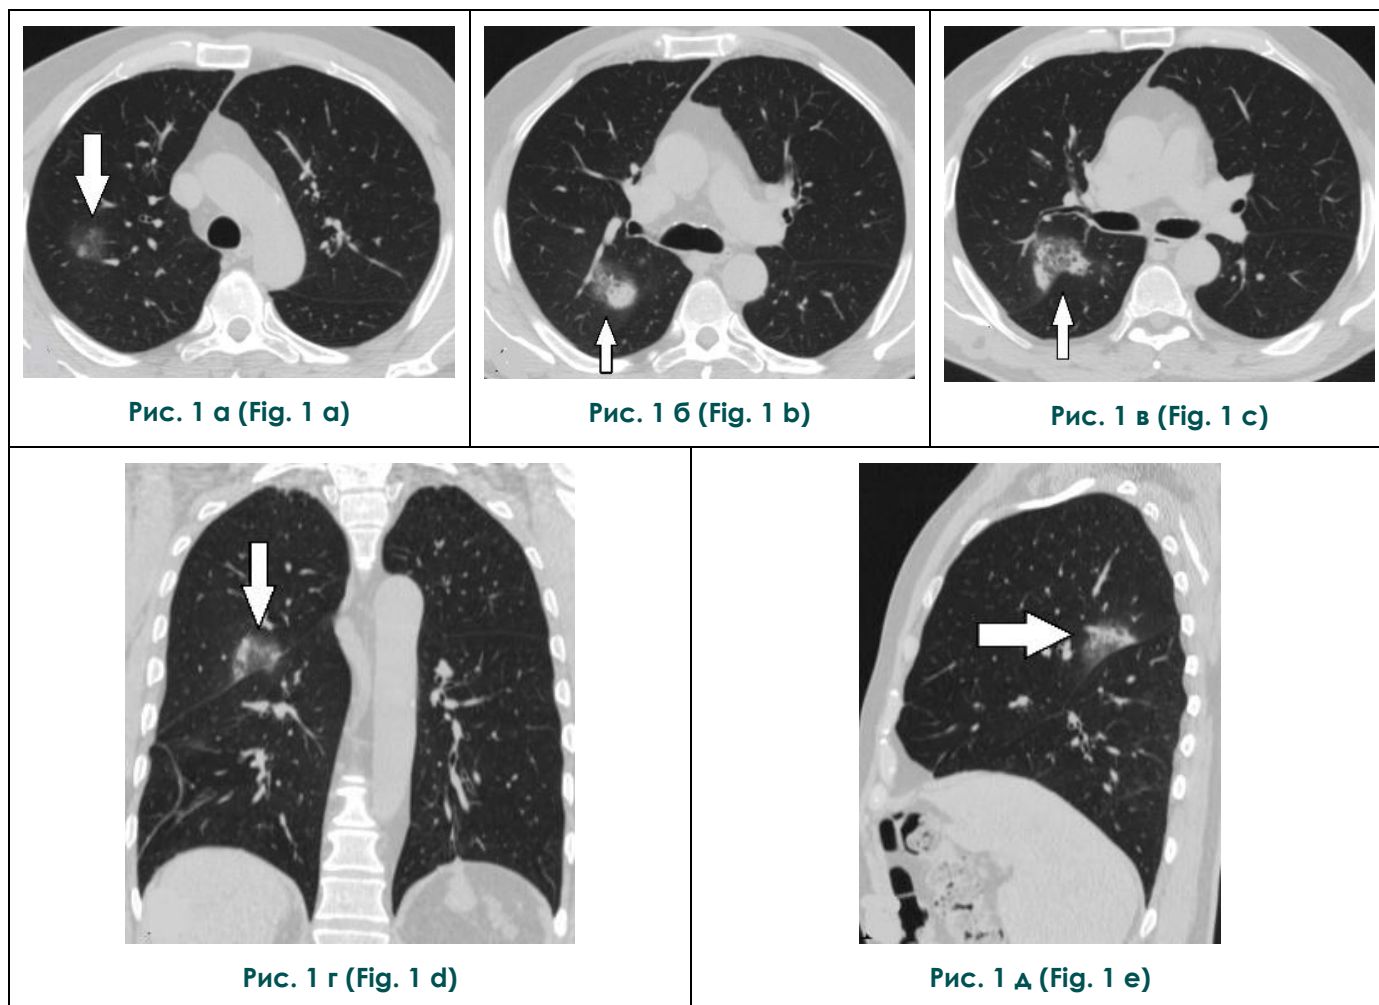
КТ органов грудной клетки, а - в – аксиальная проекция, г – коронарная проекция, д - сагиттальная проекция.
